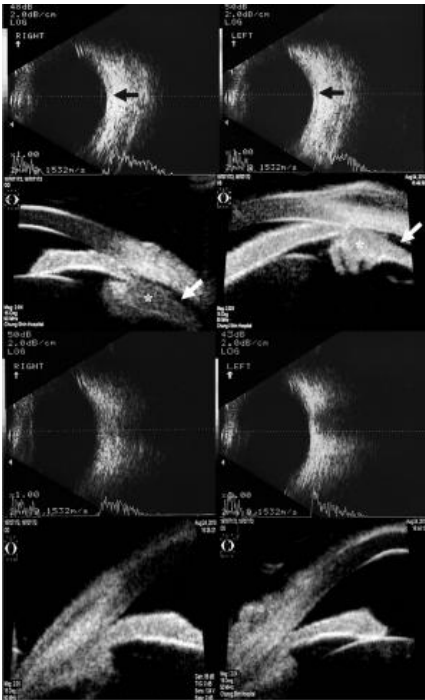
(A) Ecografía muestra engrosamiento supracoroideo (flechas negras) (B) BMU muestra efusión supracoroideas (flechas blancas) (C y D) Tres semanas más tarde de la interrupción del tratamiento por topiramato se han resuelto las anomalías.
